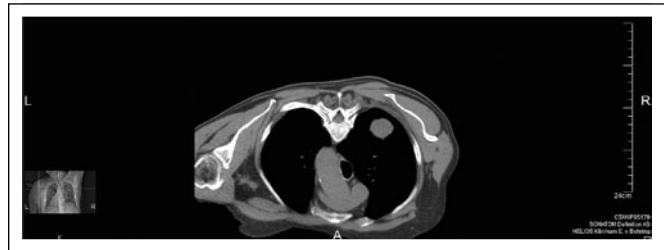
HR-CT-Thorax mit Verdacht auf primäres Bronchialkarzinom im Bereich des rechten Oberlappens dorsobasal im Segment II mit 3,2 x 2,7 cm.
